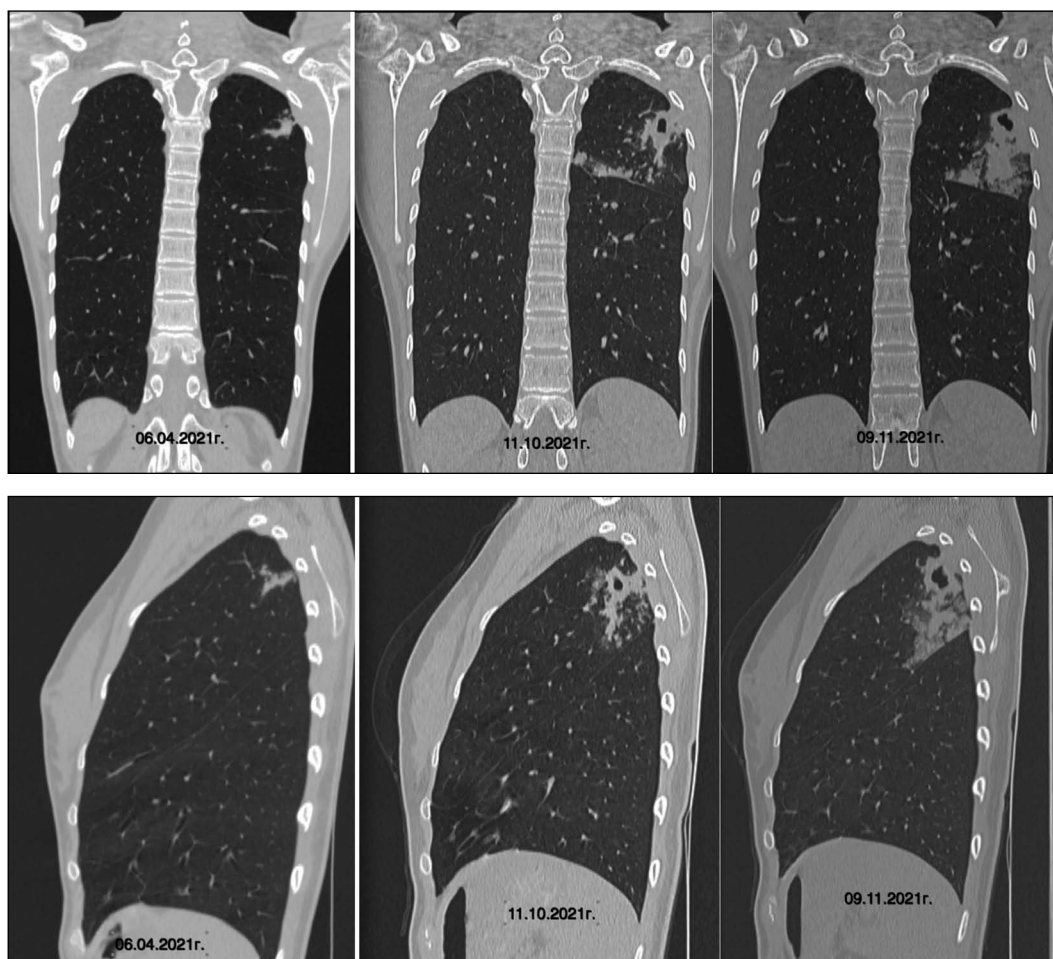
КТ органов грудной полости через 6 месяцев после проведенной терапии. Отрицательная динамика на фоне лечения (формирование альвеолярной консолидации с появлением полости деструкции).
